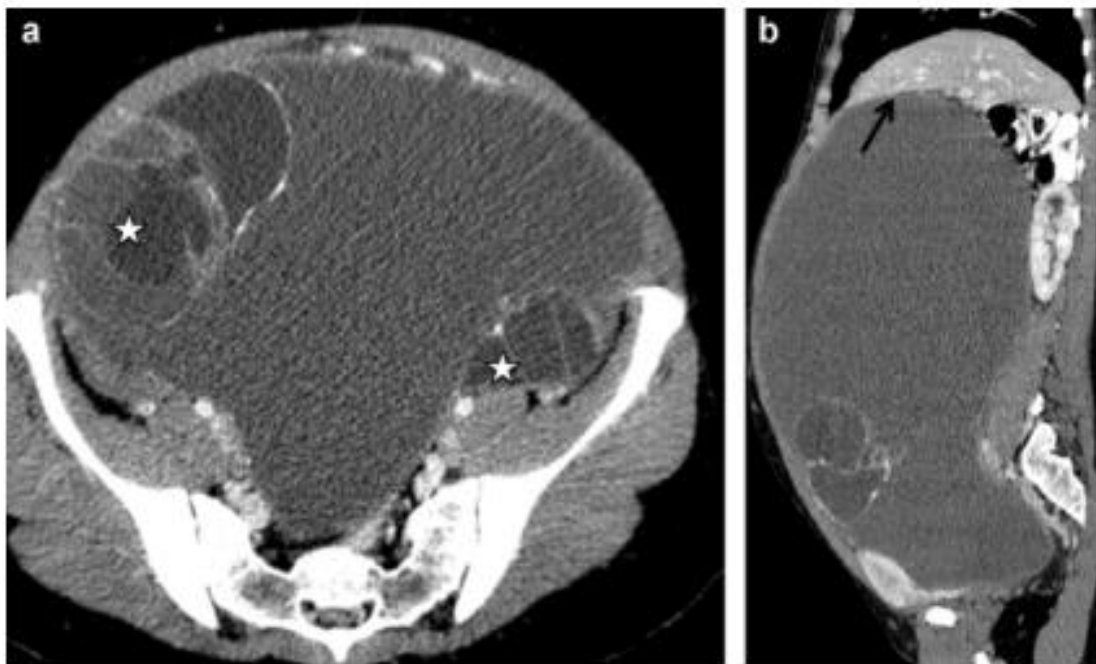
TDM avec injection de produit de contraste iodé (a: coupe axiale, b: coupe sagittale). Patiente de 28 ans. CA-125 : 46 UI/mL. Volumineux kyste ovarien mucineux, bien délimité, borderline, sur la pièce opératoire, occupant l'ensemble de la cavité abdominopelvienne et englobant les deux ovaires. Étoiles: ovaires.[51]
